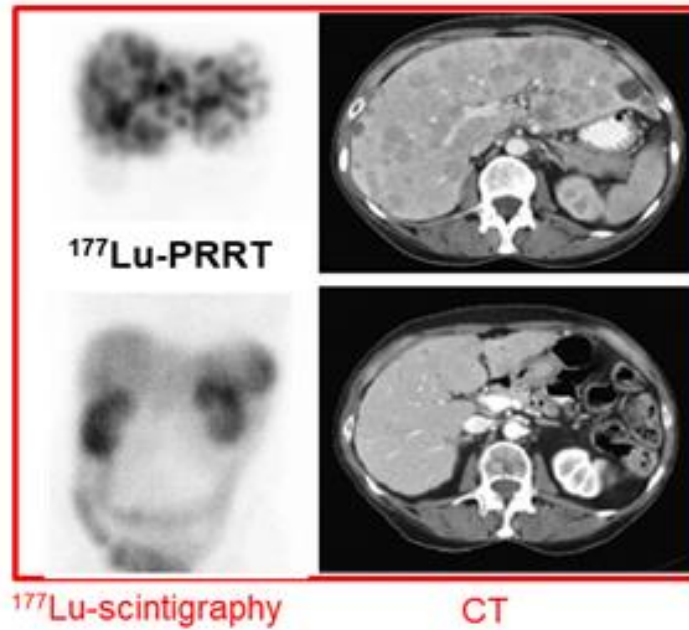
Immagini scintigrafiche e CT prima e dopo il trattamento con  $^{177}\text{Lu-DOTATATE}$ .
